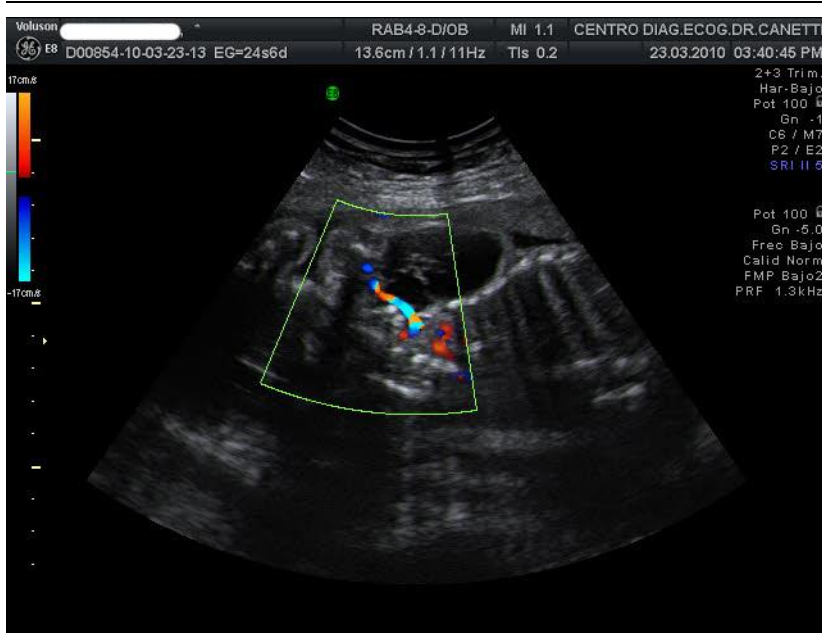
Corte longitudinal de torax fetal valorando la falta de señal doppler color dentro de la imagen quística. Nótese la relación de las arterias subclavia y axilar derechas con la imagen.
